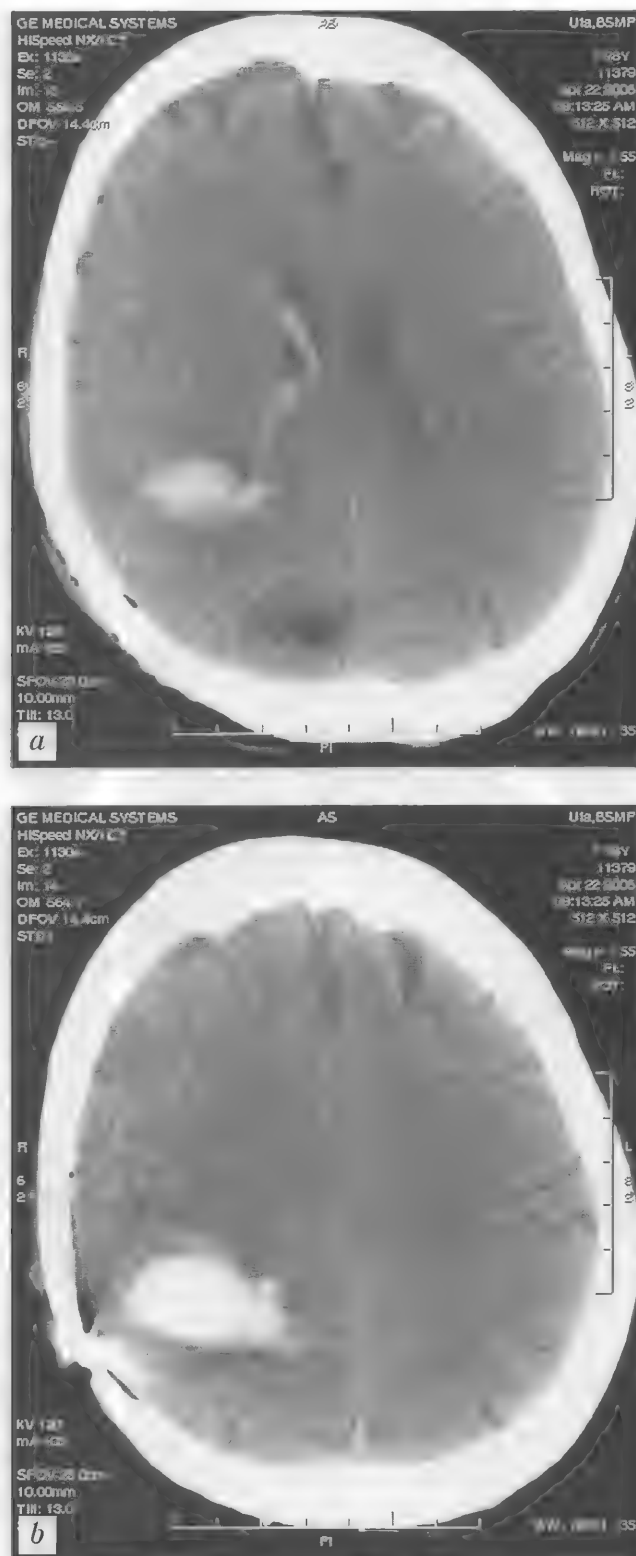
Больная М., 78 лет. Состояние после оперативного лечения АВМ (артефакты от металлической клипсы). Повторное паренхиматозно-вентрикулярное кровоизлияние. Латеральная внутримозговая гематома в правой теменно-затылочной области. КТ — *a, b*
